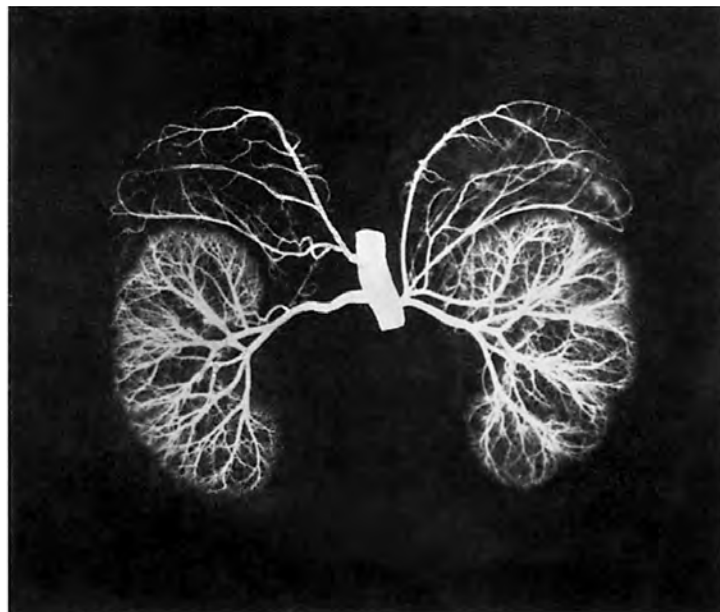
Сосуды почек и надпочечников; вид спереди (рентгенограмма).
